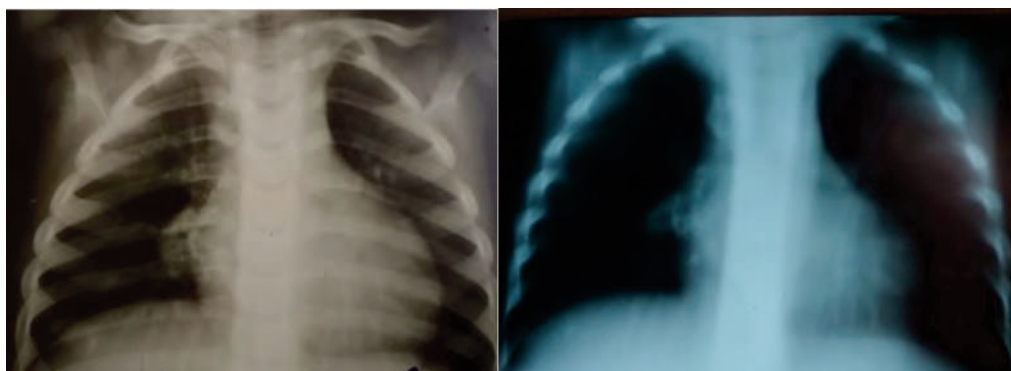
Рентген грудной клетки на начало лечения
